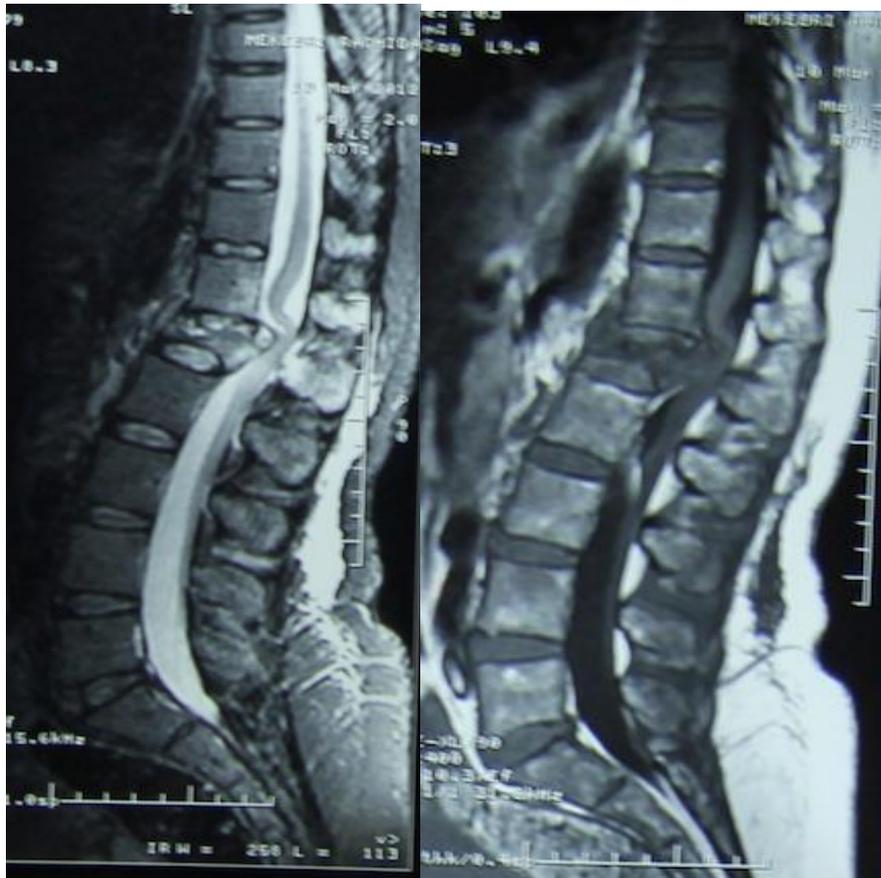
IRM Spinal T2 et T1 coupes Sagittales montrant une Spondylite tumorale métastasique d'une seule vertèbre (L1).
